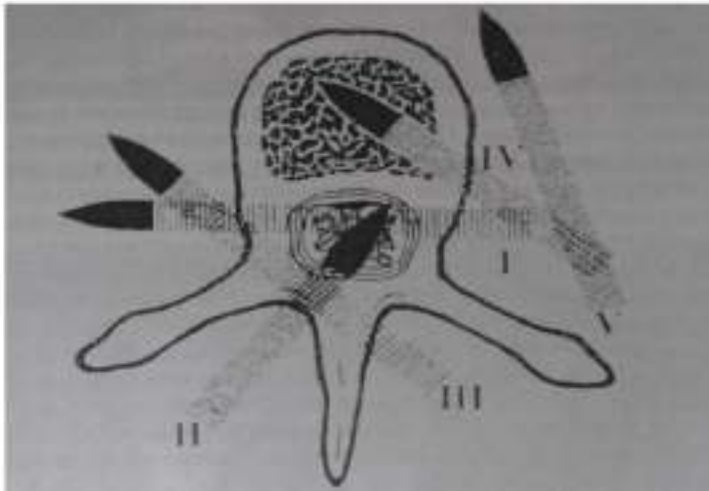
Клініко-рентгенологічна класифікація вогнепальних поранень хребта за Н.С.Косінською
